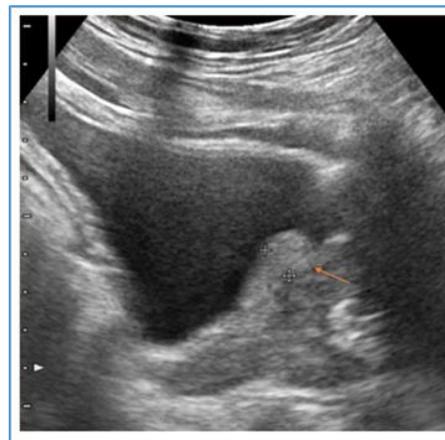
IPP de grade 2. Échographie pelvienne par voie sus-pubienne, coupe sagittale, chez un patient de 49 ans reçu pour dysurie, montrant un IPP à 9 mm (flèche).
